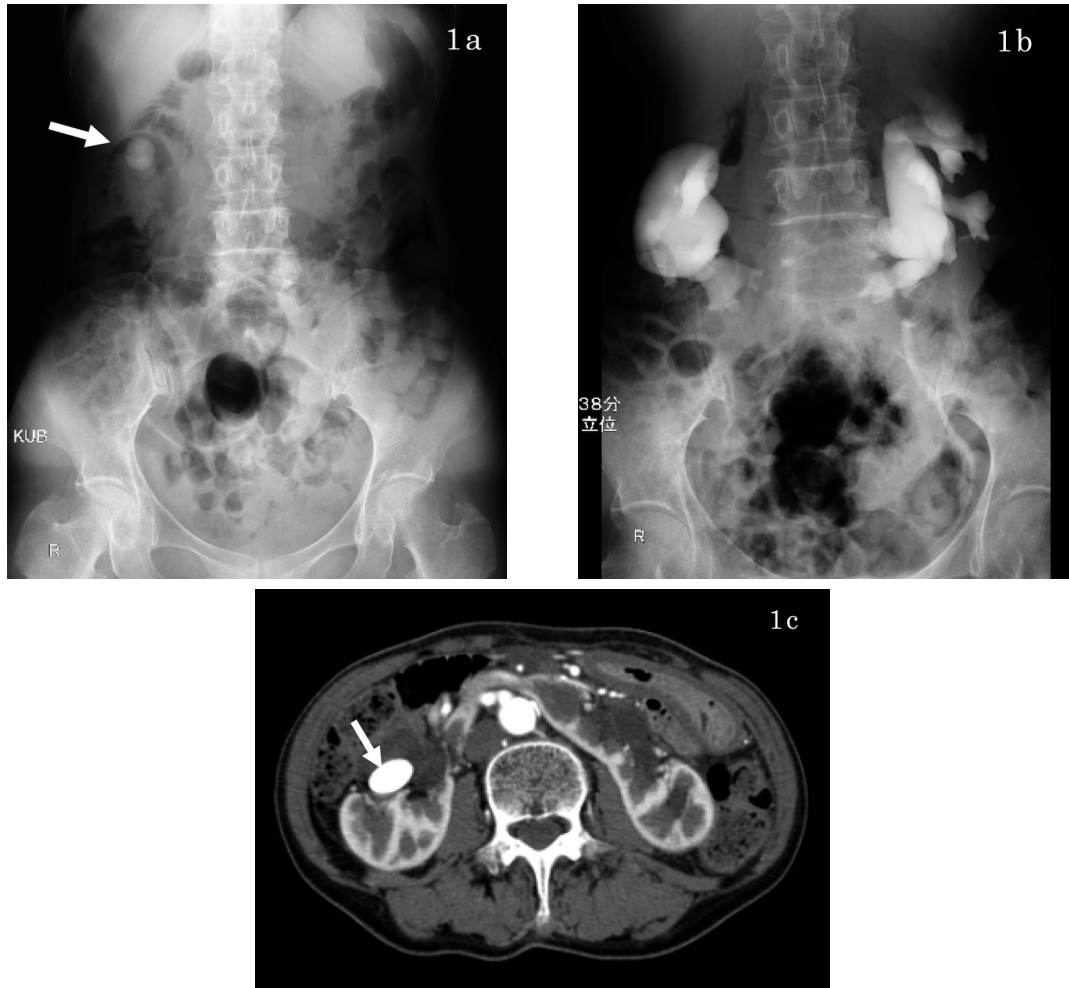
a: Preoperative kidney ureter bladder X ray (KUB) revealed a 2 cm round shadow of a renal stone. b: Preoperative intravenous urography (IVU) showed good passage from pelvis to ureter despite distention of pelvis and calices. c: Contrast enhanced computerized tomography (CT) of the abdomen demonstrated 2 cm round shadow of a renal stone in the right pelvis.
